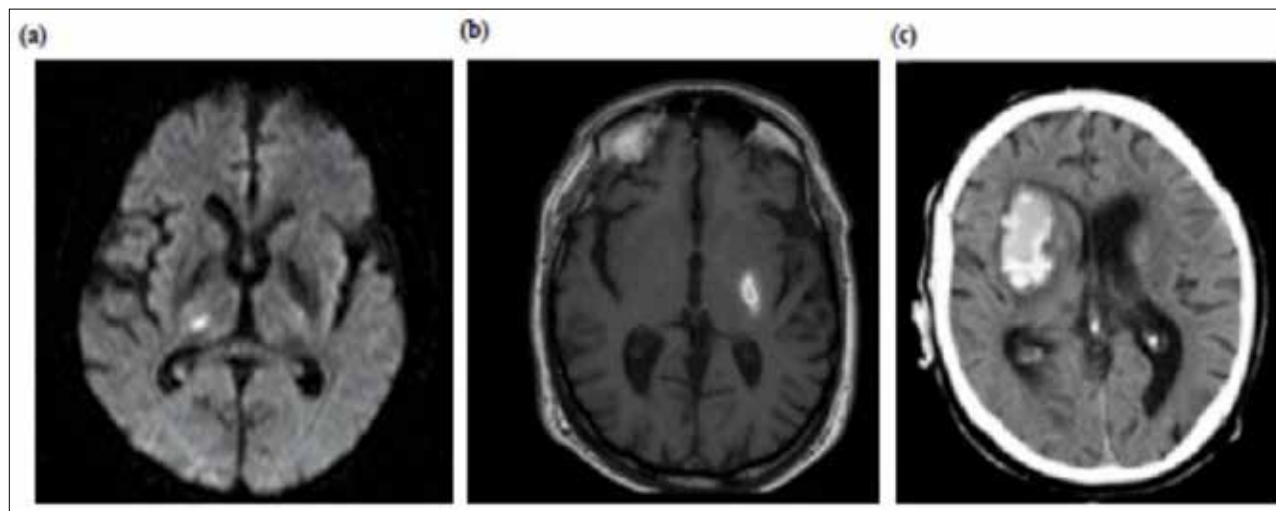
(a) MRI diffusion sequence shows a thalamic lacunar infarct of a patient with pure sensitive syndrome. (b) T1 weighted MRI reveals an acute subcortical intracerebral hemorrhage located in the internal capsule. (c) CT scan shows an acute hypertensive putaminal hematoma with early peripheral edema.
